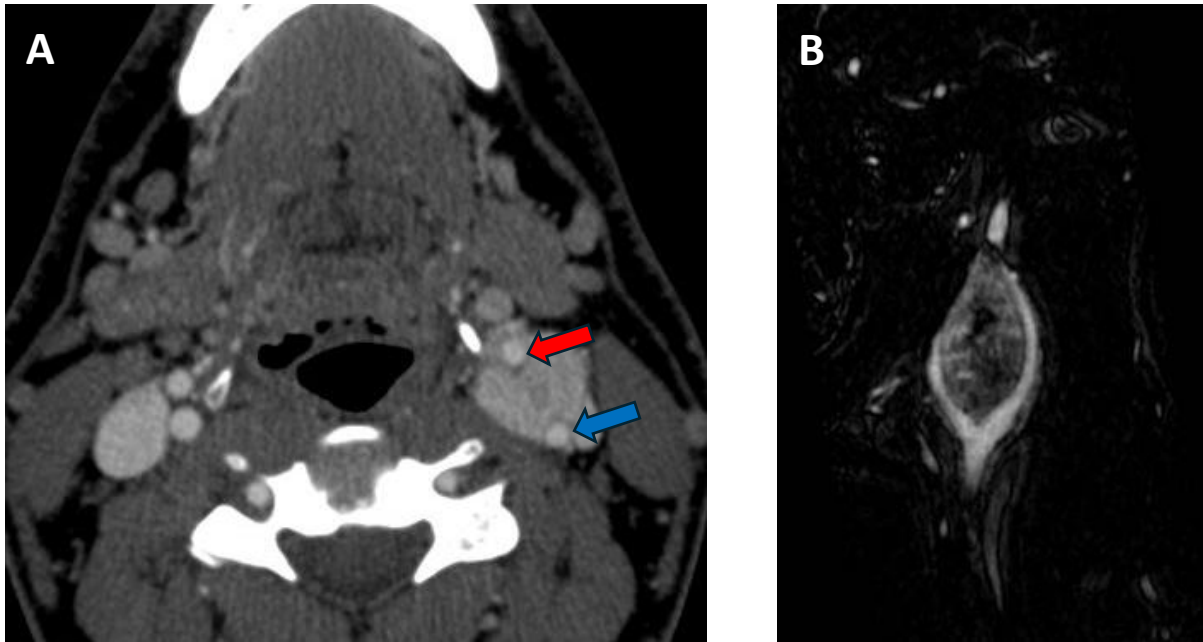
Imagerie d'un patient présentant un paragangliome d'origine glomique. A/ Scanner injecté, coupe axiale, mettant en évidence un paragangliome d'origine glomique englobant la bifurcation carotidienne et entraînant un espacement entre l'artère carotide interne (flèche rouge) et l'artère carotide externe (flèche bleue). B/ Reconstruction en angio-IRM mettant en évidence le signe de la lyre, avec un effet de masse à la bifurcation carotidienne.
